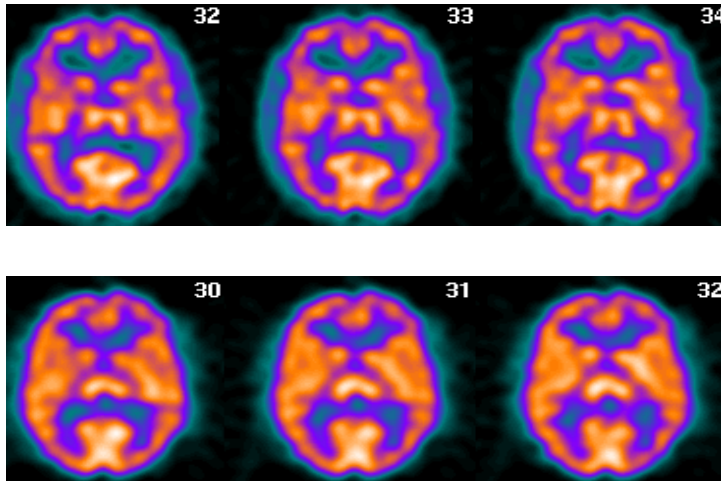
Exploración SPECT-PCR presentando cierto grado de "hipercaptación" global sin predominio regional aparente (hiperactivación cortical difusa)
